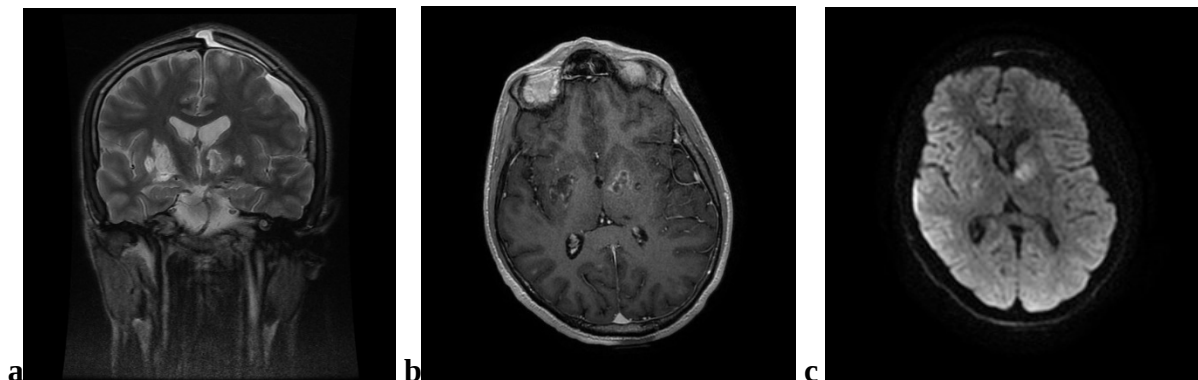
IRM cérébrale en séquences pondérées T2 en coupes frontales (a), avec injection de gadolinium (b) et diffusion (c) illustrant une zone nodulaire para ventriculaire gauche en hyper signal T2 et diffusion, rehaussée en cocarde après injection de gadolinium (Tuberculome).
